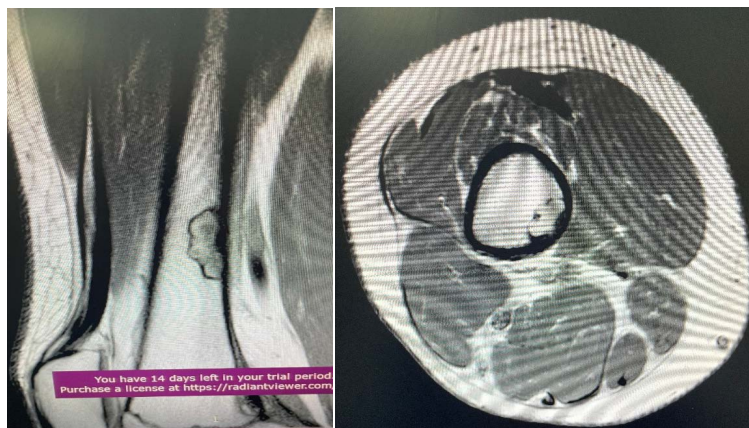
МРТ дистального метафізу правого стегна. Бокова та поперечна проекція. Кортикальний дефект із чіткими контурами
